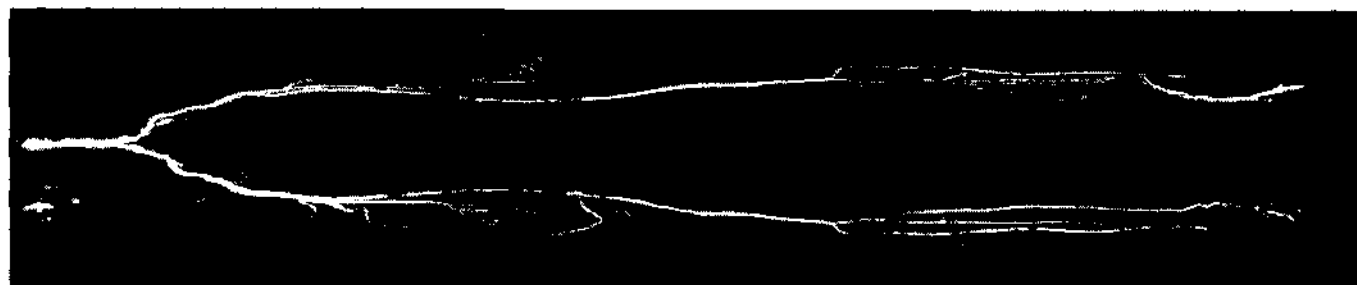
Examen Angio-RM de tot l'eix arterial de les extremitats inferiors.
